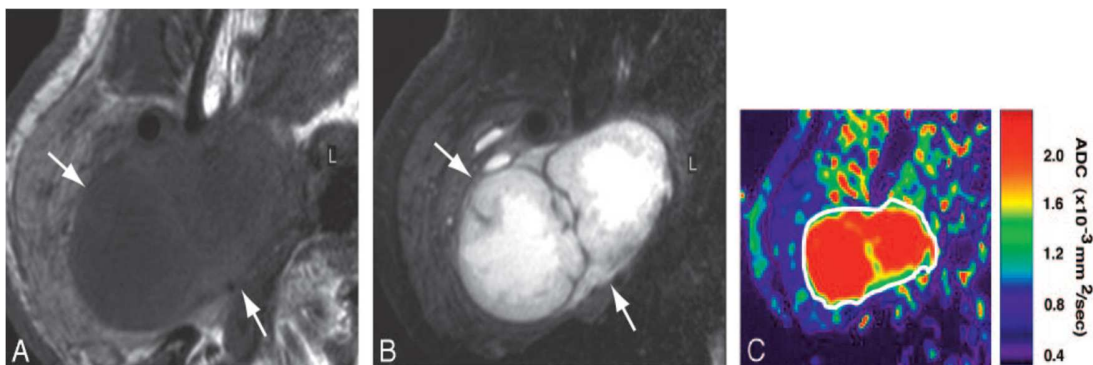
IRM d'un adénome pléomorphe de la glande parotidienne (homme de 70 ans)
